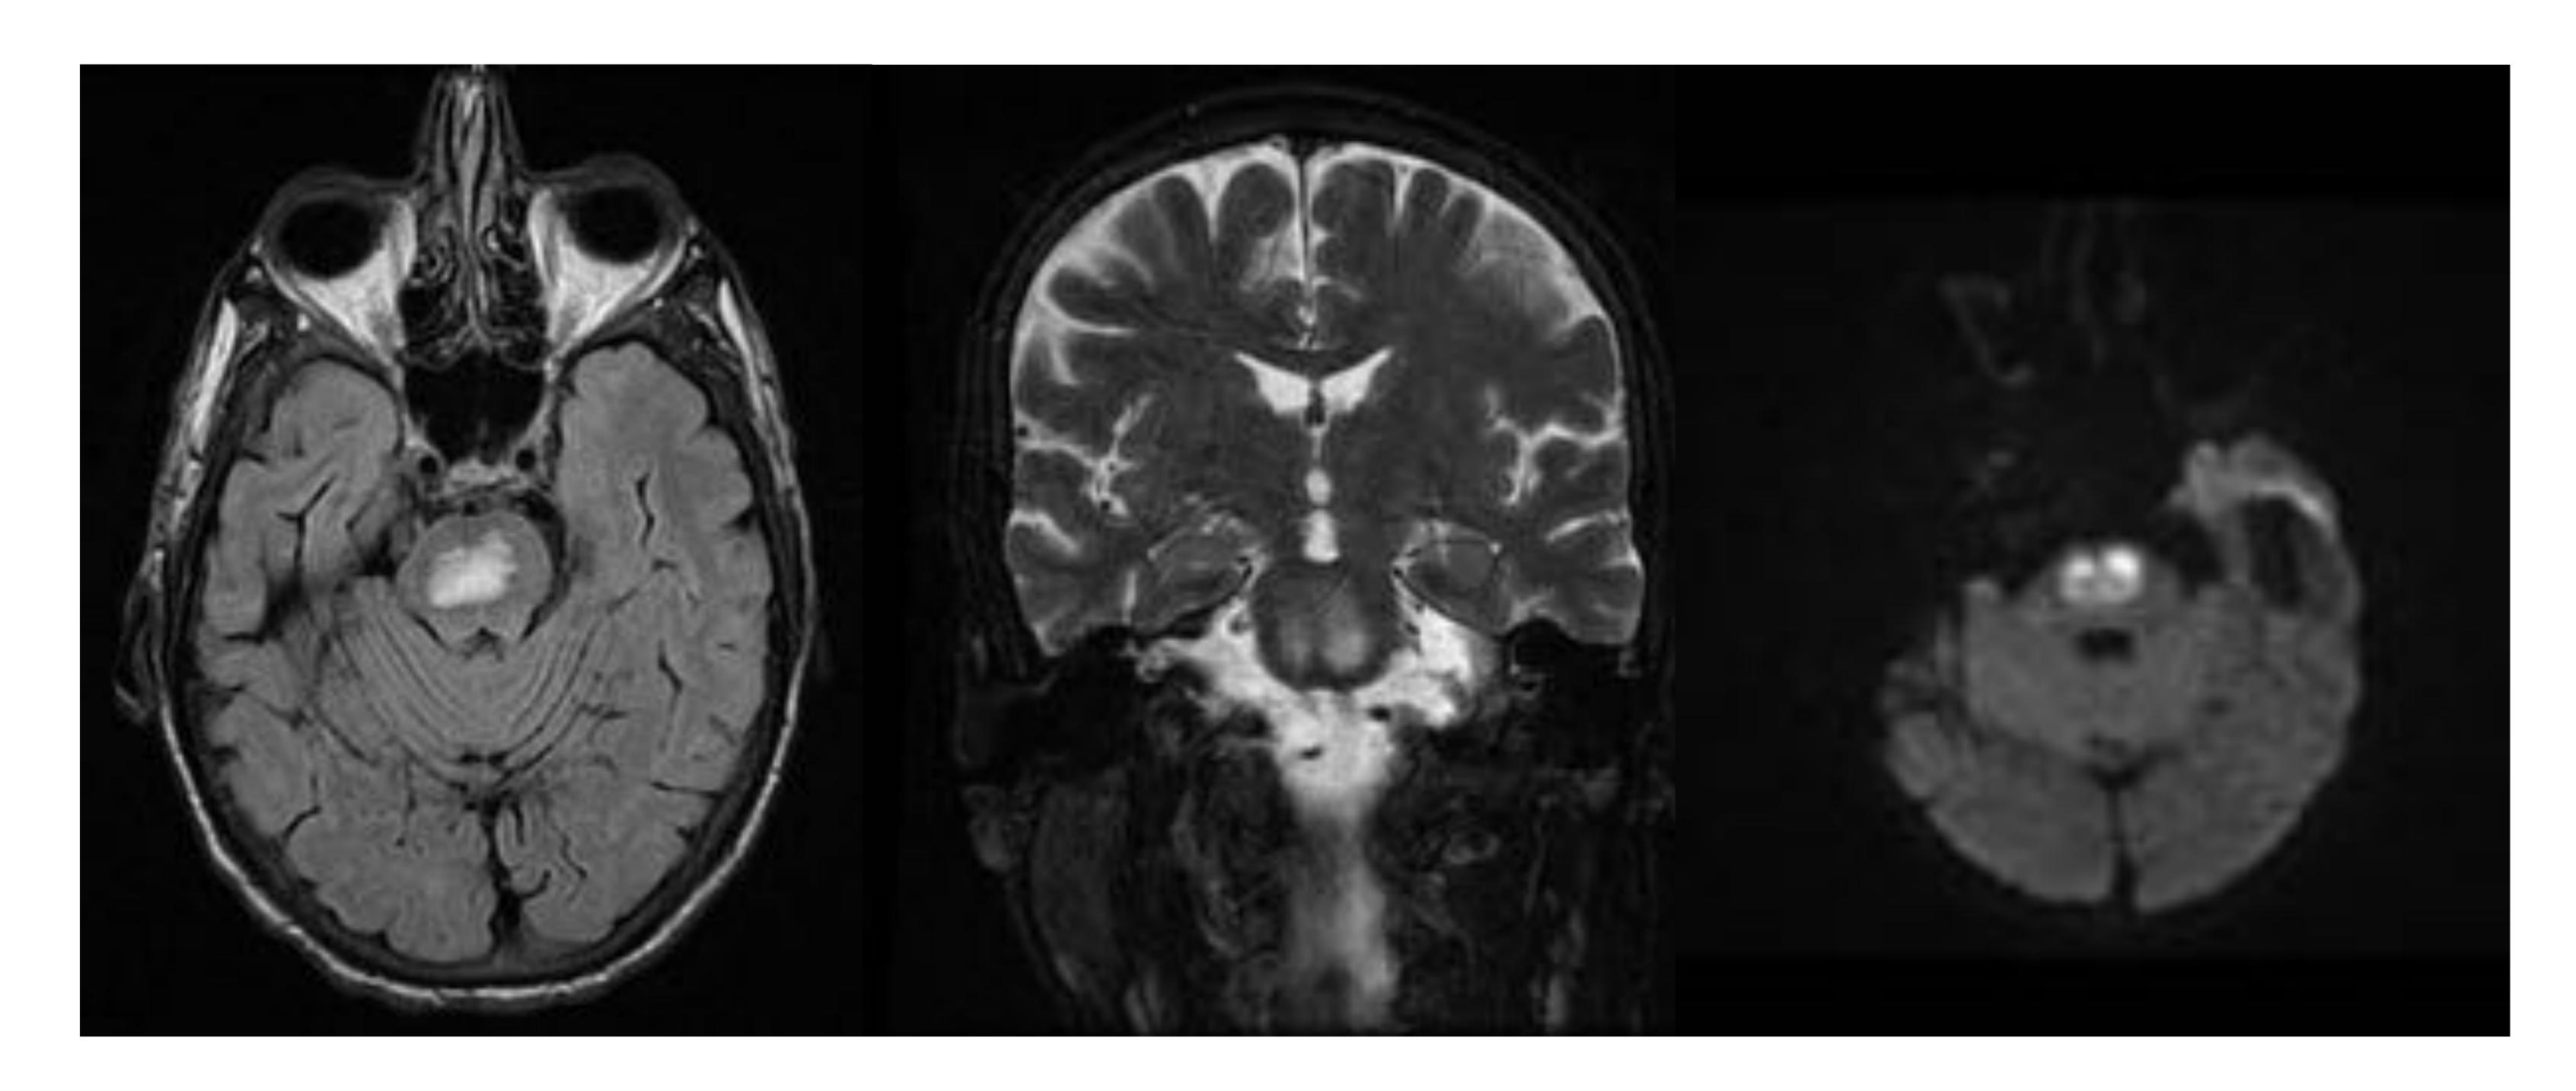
Mielinosis central pontina. Imágenes de RM axial FLAIR, coronal T2 y difusión. Se observa una marcada intensidad de señal en la región central de la protuberancia, sin efecto de masa, que restringe levemente la difusión. En la secuencia angiográfica no se identificaron alteraciones en la circulación cerebral posterior.
